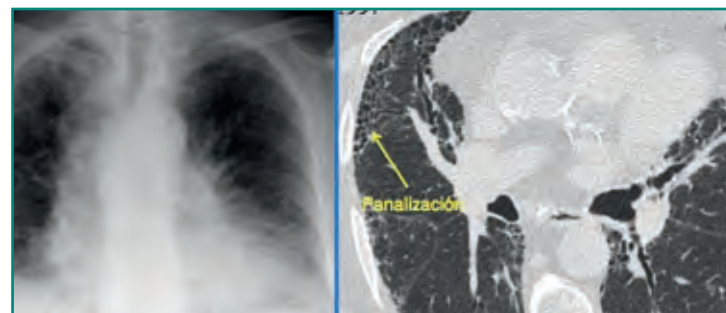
Hallazgos propios de la FPI, inespecíficos en radiografía, pero muy sugestivos en una TC donde se demuestra la panalización.
